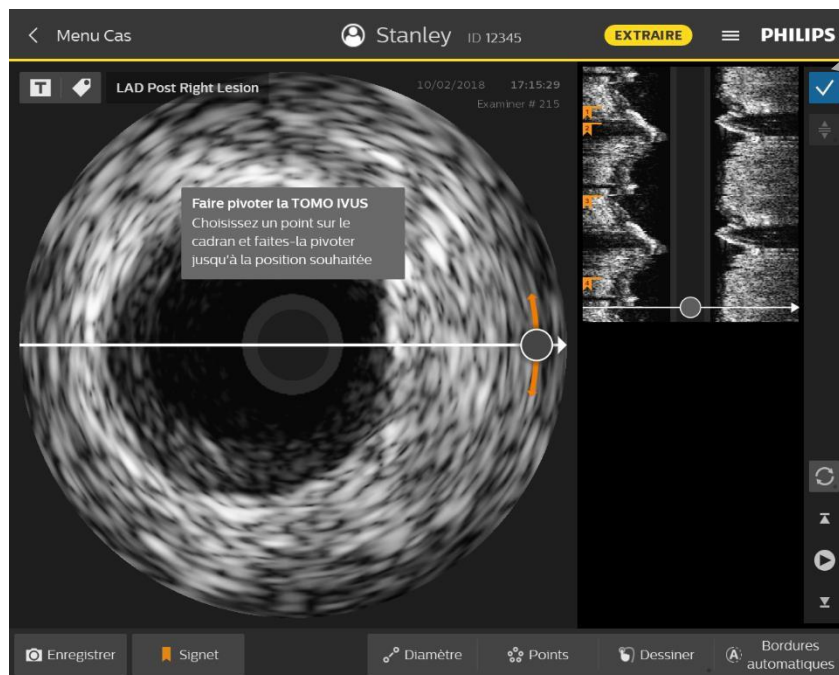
Affichage ILD pivoté de l'image tomographique
